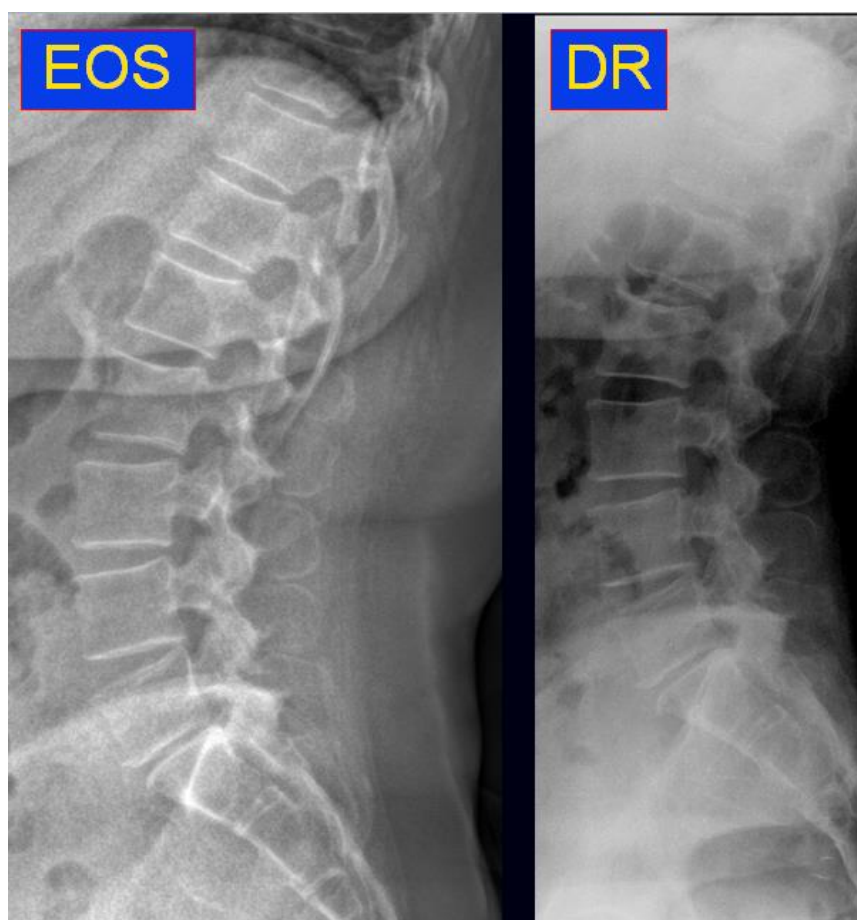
rachis lombaire de profil : BXR à gauche et radiographie standard à droite.
